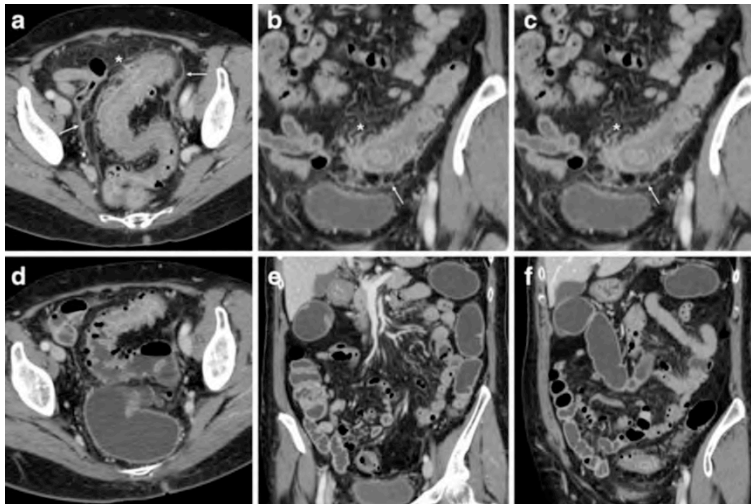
Mujer de 75 años, diagnosticada con TAC convencional de DA (a-c). Se observa engrosamiento mural estratificado severo en todo el colon sigmoide, submucosa edematosa, divertículos, cambios inflamatorios grasos periviscerales (*) y fluido fascial (flechas finas). Tres semanas más tarde, después de un tratamiento conservador, se realizó un enema de agua TAC para planificar la cirugía cuando la colono todavía se consideraba contraindicada. Se observa una disminución significativa del engrosamiento sigmoideo mural y resolución de los cambios inflamatorios agudos periviscerales (d-e). Extraída de ¹⁷⁴
